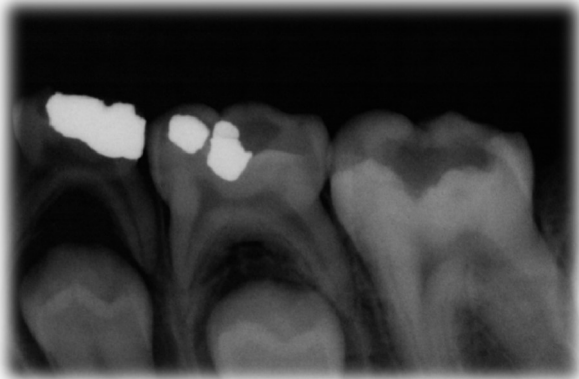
Radiografía inicial del primer molar inferior izquierdo sin datos patológicos.
